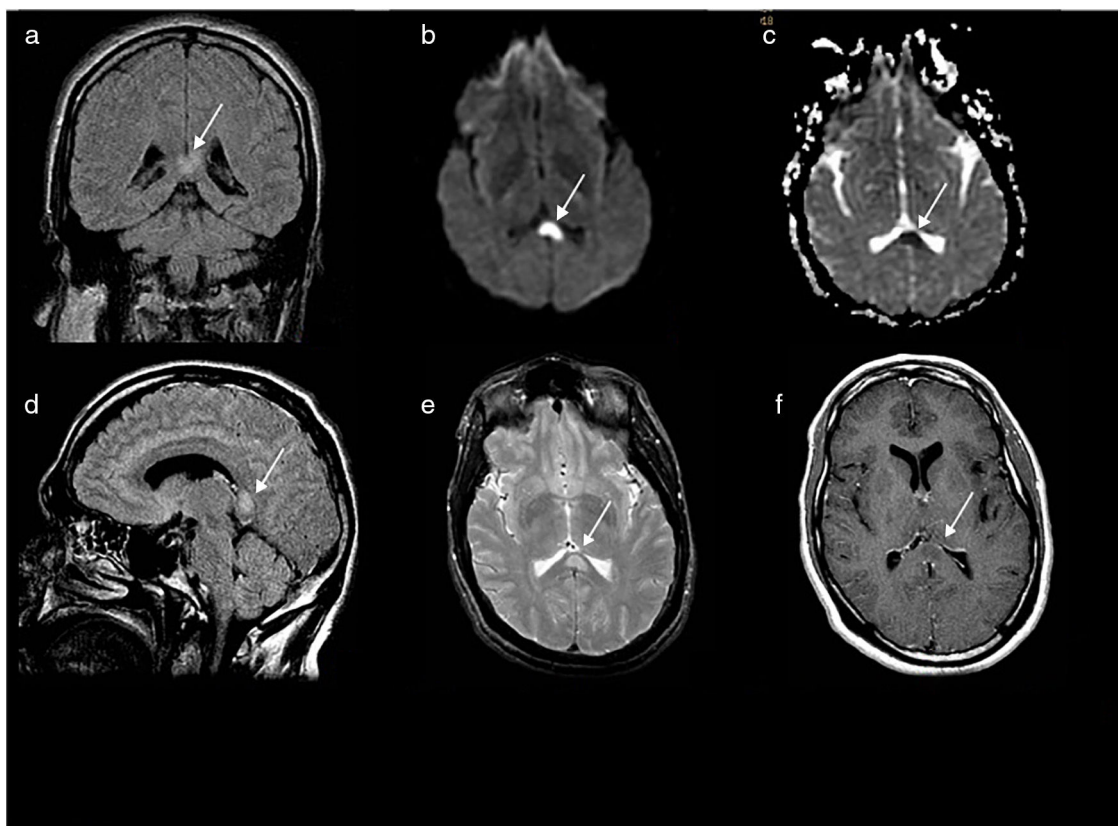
Secuencias de pulso FLAIR T2 coronal (a) y sagital 2D (d), EPI DWI axial factor $b = 1000$ (b), FSE T2 axial (e) y FSE T1 poscontraste iv (f), así como mapa ADC axial en escala de grises, obtenidos en el plano del esplenio del cuerpo calloso en equipo de 1T. Se observa un foco de alteración de señal central-lateral izquierdo en el esplenio (flecha blanca), con restricción de la difusión y sin realce, consistente con edema citotóxico. Nótese la ausencia de alteraciones en el resto del cuerpo calloso (d) y en la porción visible del resto del parénquima cerebral.
